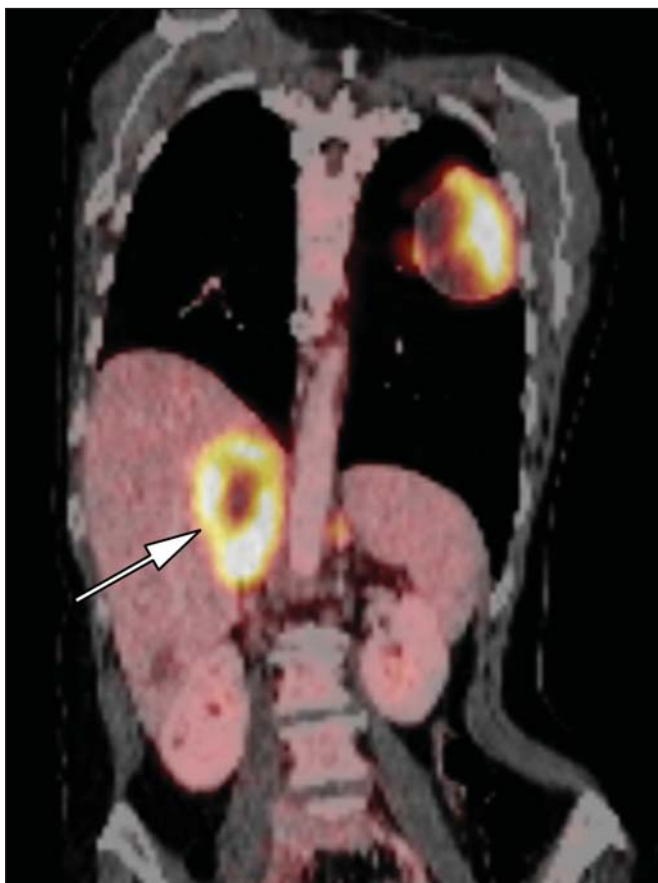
Metástases de câncer do pulmão. Imagem coronal combinada de uma FDG-PET/CT demonstra uma lesão grande na glândula adrenal direita, hipermetabólica, e com área de necrose central (seta). Nesse paciente, esses achados são indicativos de doença metastática.
